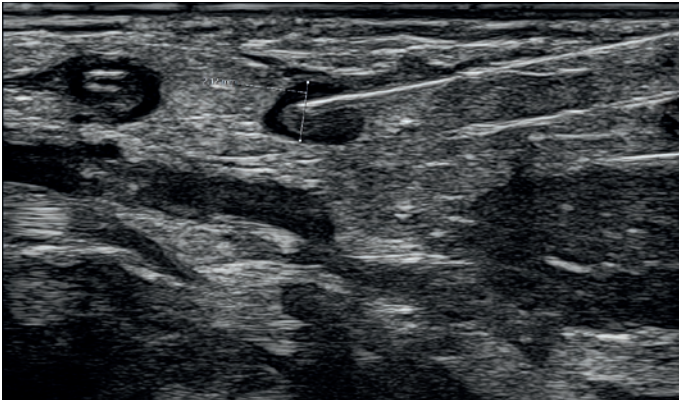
Ponction écho-guidée d'un ganglion lymphatique inguinal avec un diamètre typique chez un nouveau-né. Le placement correct de l'aiguille peut être vérifié soit avec un peu de chlorure de sodium (NaCl) soit avec une échographie avec produit de contraste.
